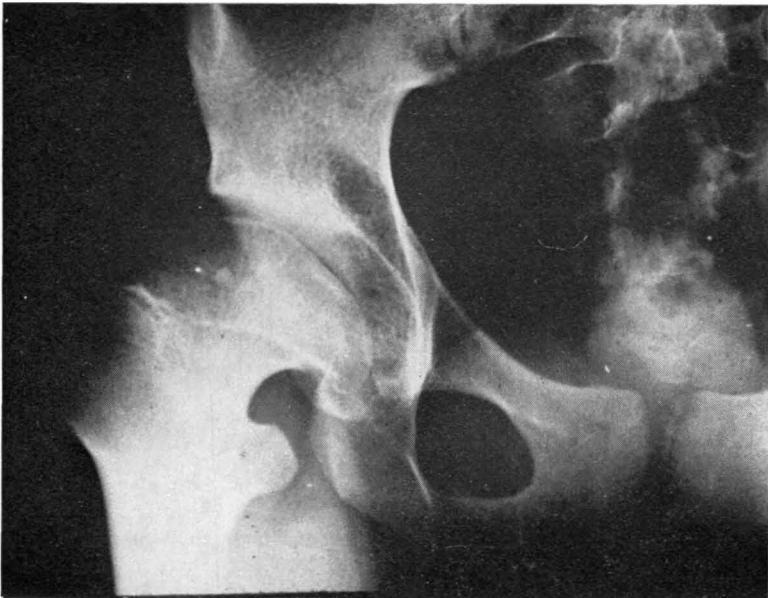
Radiografía anteroposterior de cadera en la que se observa una *coxa magna* con insuficiencia cotiloidea.
